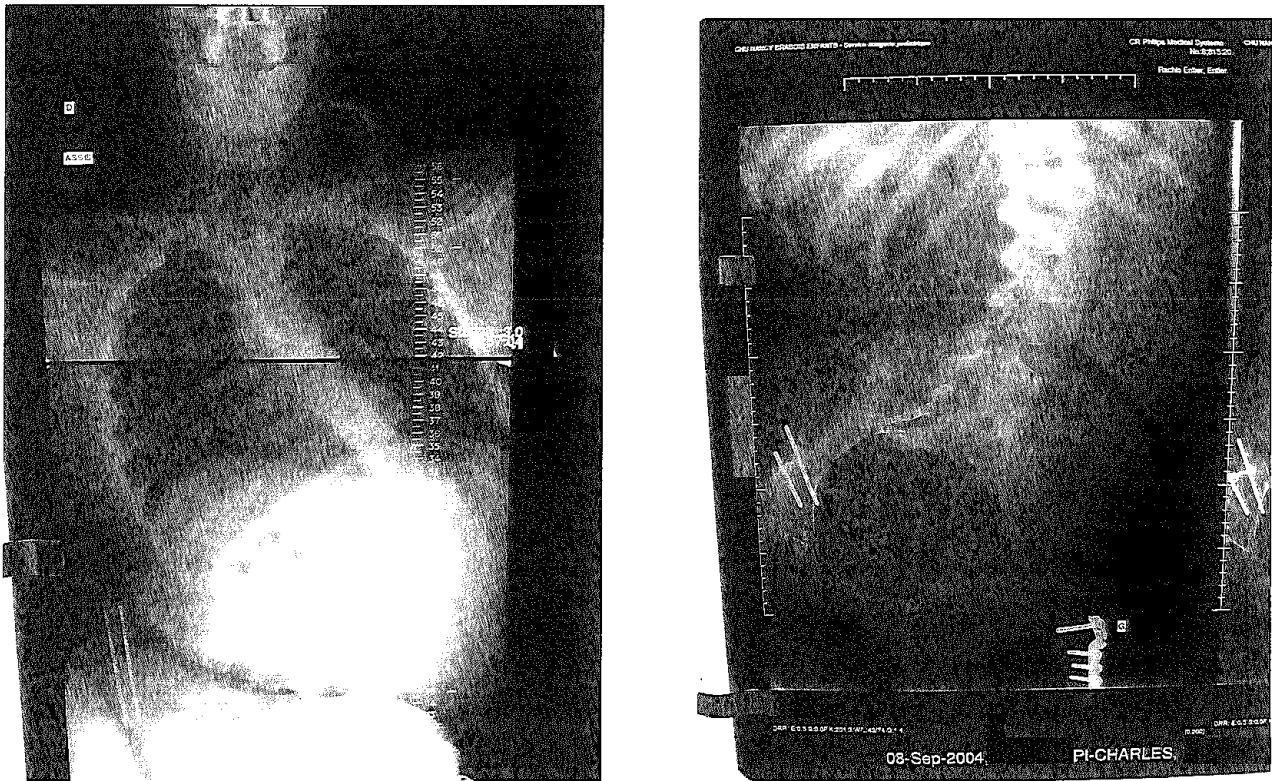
radiographies de face
